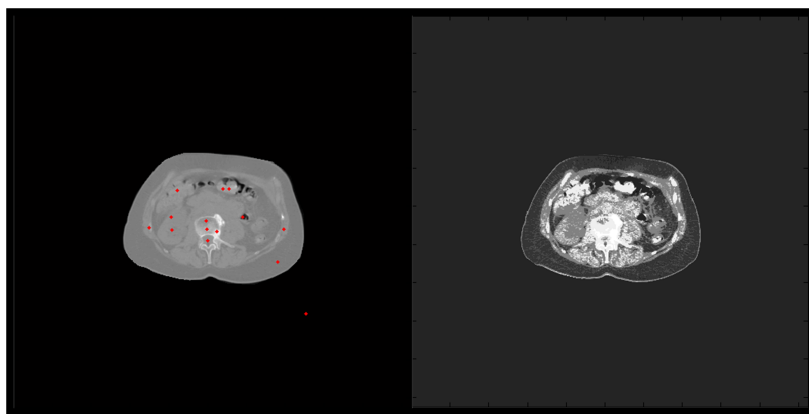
Resultados obtenidos al aplicar el nuevo algoritmo de segmentación por tejidos con el método de Watershed en una imagen CT de Abdomen⁶. A la izquierda, se muestran las semillas utilizadas como marcadores en rojo.
